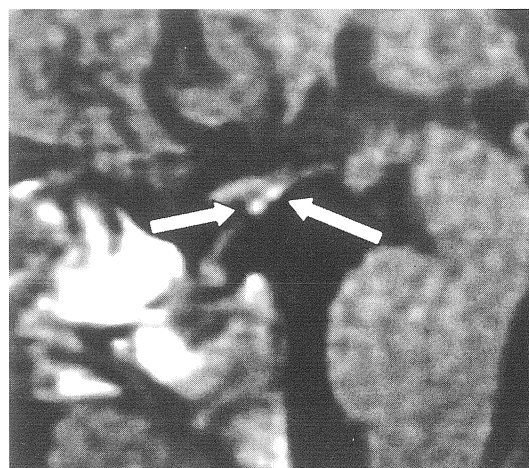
RM ipofisaria T1-pesata, scansione sagittale mediana in paziente con deficit ormonale isolato. A livello dell'eminenza mediana si evidenziano due formazioni nodulari iperintense (frece) mentre è assente la neuroipofisi nella sede fisiologica della sella turcica.
